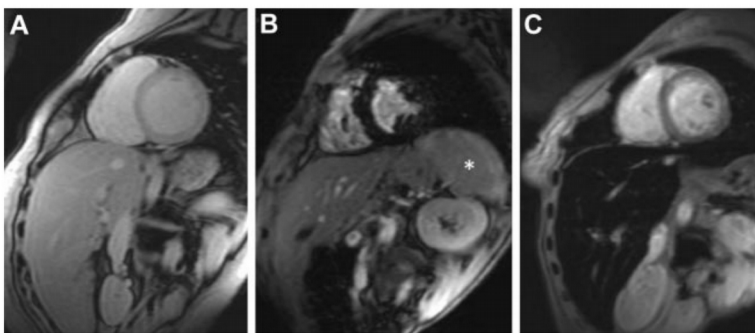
Ressonância Magnética Cardiovascular T2*. Imagens mostram o coração e o fígado de 3 doentes com o mesmo tempo de eco (10.68ms). A) Imagem normal, com sinal intenso no miocárdio e fígado indicativo de que não depósitos de ferro significativos. B) Sinal hipointenso miocárdico indicando siderose miocárdica intensa (T2* cardíaco 6.8 ms) mas sinal hepático normal (T2* 18ms). C) Sinal cardíaco normal (T2*24ms) mas fígado hipointenso consistente com depósitos de ferro hepático severos (T2*1.8ms). Adaptado de Hoffbrand *et al* 2012.
